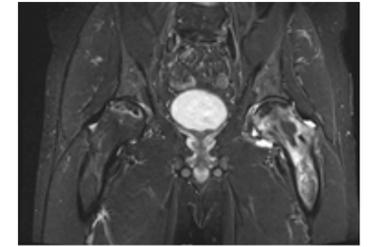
MRT Bild einer beidseitigen Hüftkopfnekrose
